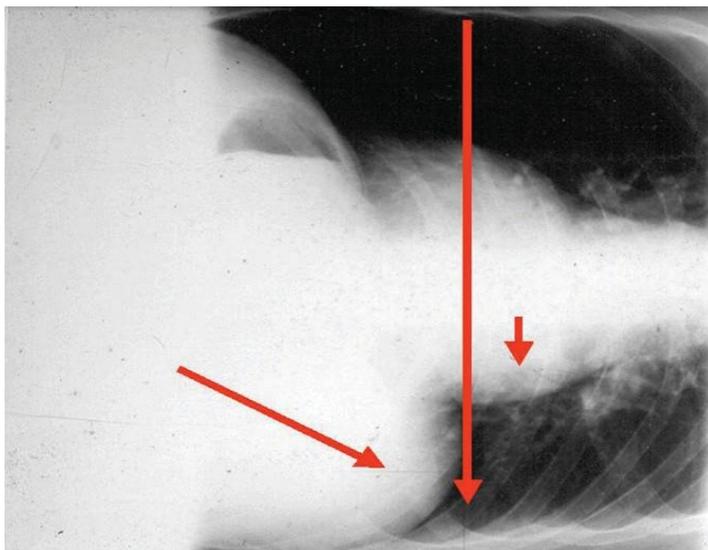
Radiografía de tórax en posición decúbito lateral derecho.
